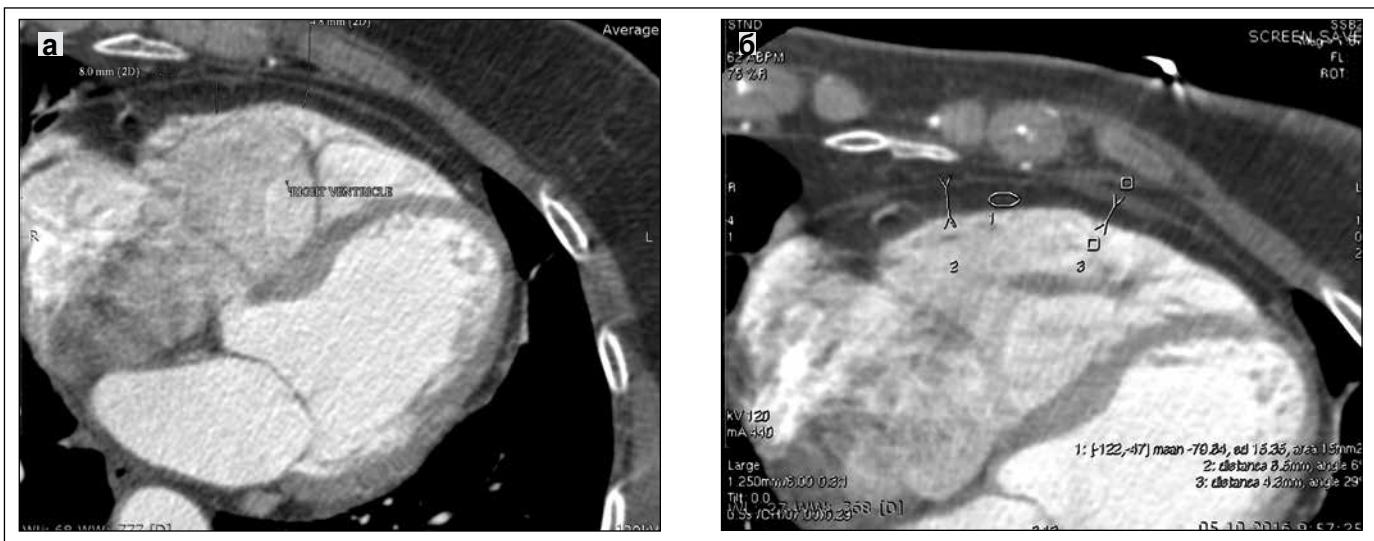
МСКТ-вентрикулографія: а – 4-камерна аксіальна проекція серця; б – аксіальна проекція правих відділів серця. КТ-ознаки дифузного потовщення передньо-бокової стінки ПШ (максимально 8 мм) за рахунок ліпоматозної перебудови (дисплазії) міокарда ПШ із значально дилатацією ПШ та ПП, недостатністю ТК та формуванням аневризматичних вип'ячувань передньої стінки ПШ
